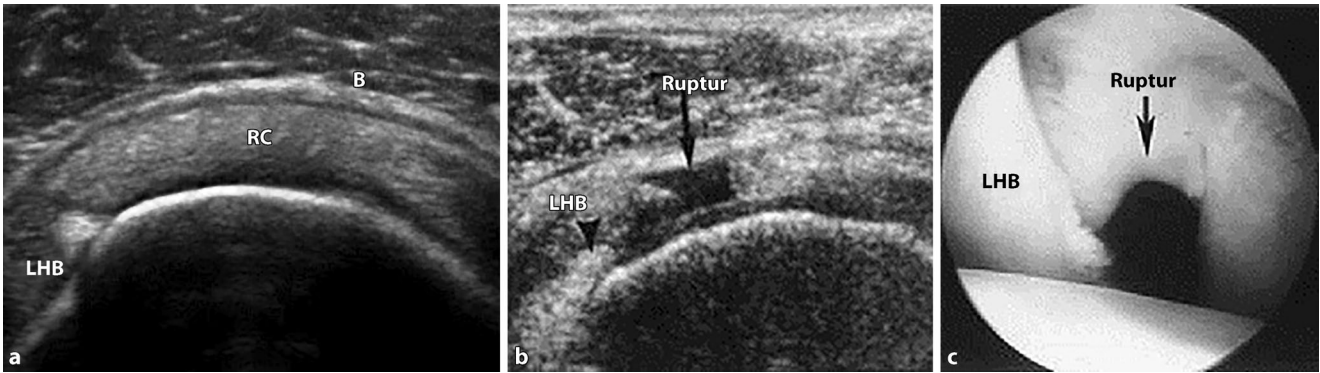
▲ Sonographie der Rotatorenmanschette: a Normale RM sagittal (LHB lange Bizepssehne, RC Rotatorenmanschette, B verdickte Bursa). b Manschettenruptur mit Beteiligung des „anterior cable“. c Gleicher Befund wie b bei der Arthroskopie
